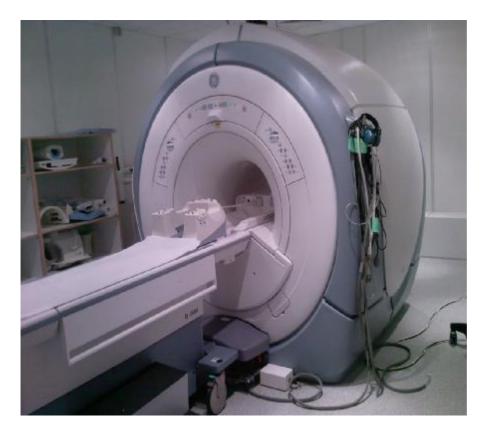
Photo de l'appareil d'IRM service de radiologie CHU Hassan II Fès (à gauche) et les différents types d'antennes utilisées, dans notre étude on a utilisé une antenne de la tête (voir flèche à droite)
